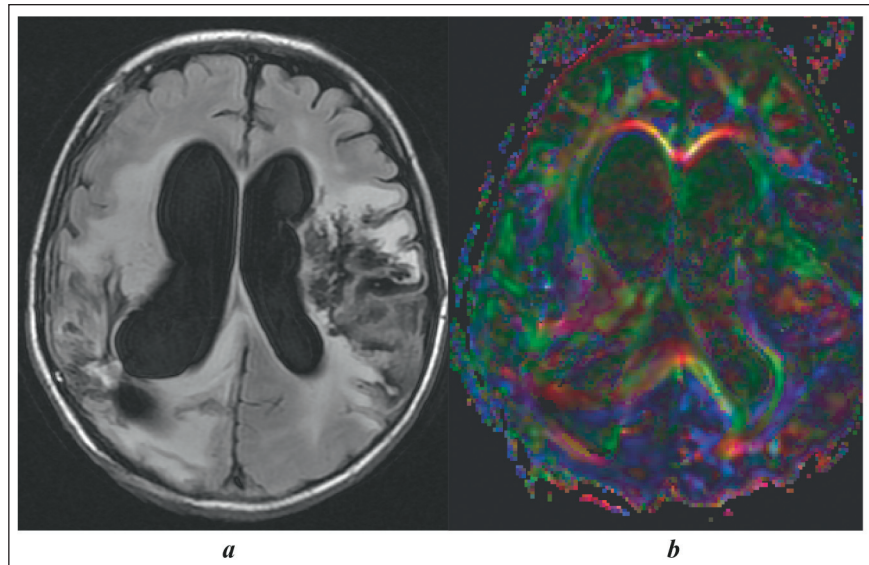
МРТ головного мозга в аксиальной плоскости (2010 г.), на момент исследования пациентке К. 13 лет, 3 месяца в ВС.
